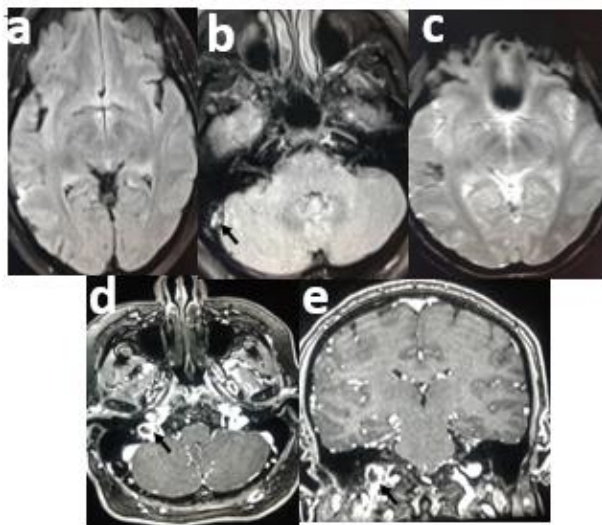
IRM cérébrale avec des coupes axiales FLAIRE et T2* suivis des coupes axiale et coronale T1 après injection de gadolinium. Elles montrent un hypersignal flaire et hyposignal T2* temporal moyen droit en rapport avec un d'hématome sub aigue. Après injection de gadolinium on retrouve un thrombus en hyposignal (flèche) moulé par le produit de contraste au niveau thrombus à la partie distale du sinus sigmoïde étendu à la partie haute de la veine jugulaire interne droite. Sur la séquence FLAIRE on a un aspect hypersignal du sinus sigmoïde.
